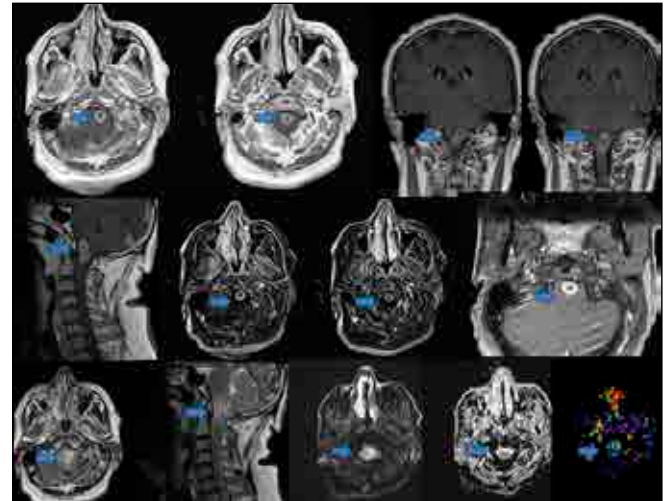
In T1 axial, T1 coronal and subtraction images peripheric contrast enhancement was observed. Slightly diffusion restriction was observed in DWI. Perfusion was increased also.
